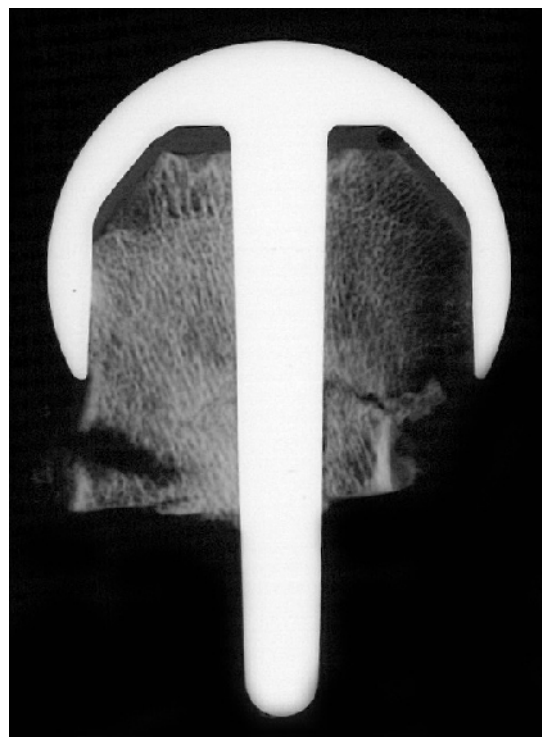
Kontaktradiographie 2/2
